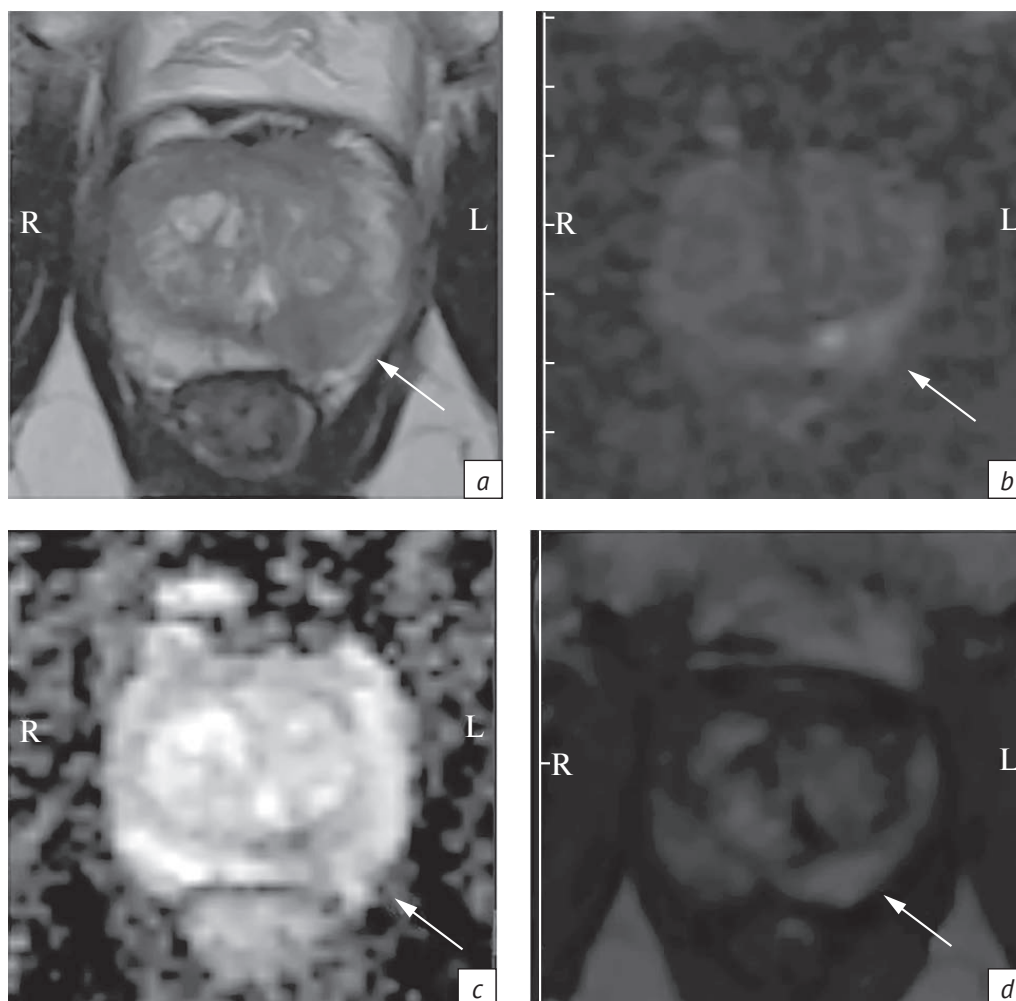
Пациент З., 66 лет. Мультипараметрическая МРТ предстательной железы, аксиальная плоскость:
